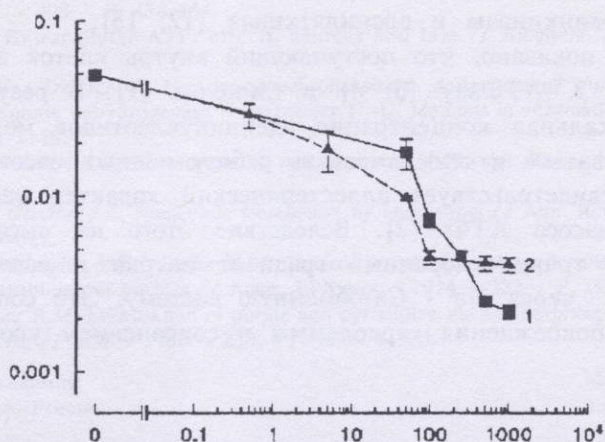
Влияние различных концентраций (мкмоль/л) дипиридамола и аденозина на выход миоглобина (мкмоль/г) из сердца при «кальциевом парадоксе» за 5 мин реперфузии: 1 - аденозин; 2 - дипиридапол.
